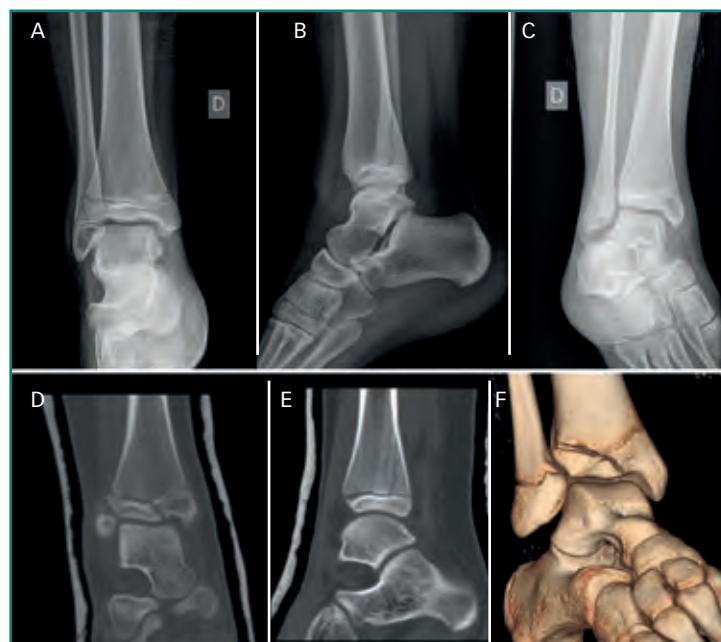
Arriba, radiografías simples (3 proyecciones, A, B y C) de fractura de tibia distal, con afectación de la epífisis, metáfisis y región posterior de la diáfisis. Abajo, reconstrucciones coronal (D), sagital (E) y 3D (F).
